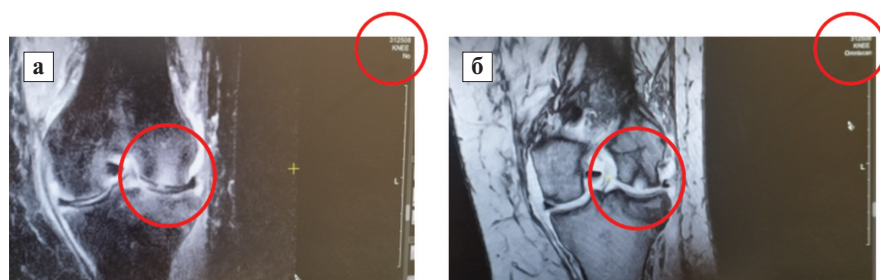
Обычная МРТ (а) и динамическая МР-перфузионная визуализация с контрастным усилением гадолинием (б) у пациентки с ОКТ, у которой подтверждена I стадия АОН наружного мыщелка бедренной кости. Обе томограммы выполнены в один день
